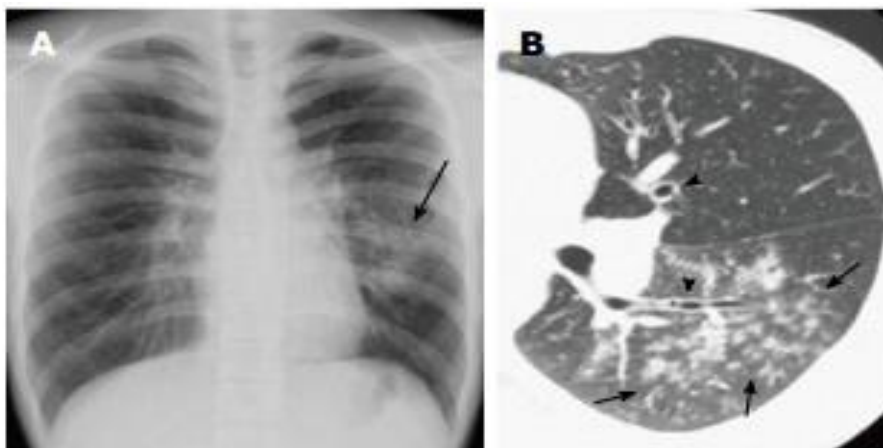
Imagem A - a radiografia do tórax mostra opacidades reticulonodulares e áreas de consolidação focal no lobo médio e inferior do pulmão esquerdo (seta) e Imagem B - a TCAR demonstra a presença de nódulos centrilobulares no lobo inferior esquerdo (seta) e espessamento da parede bronquial central (pontas da seta). Retirada de (16).
